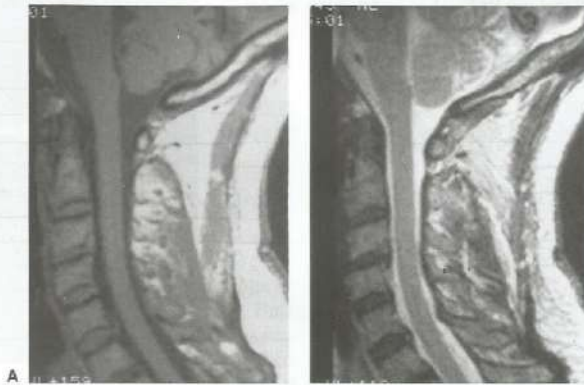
RM da coluna cervical no plano sagital: em A, ponderada em T1; em B, ponderada em T2. Notar o espaço líquido bem definido e a medula espinhal.
